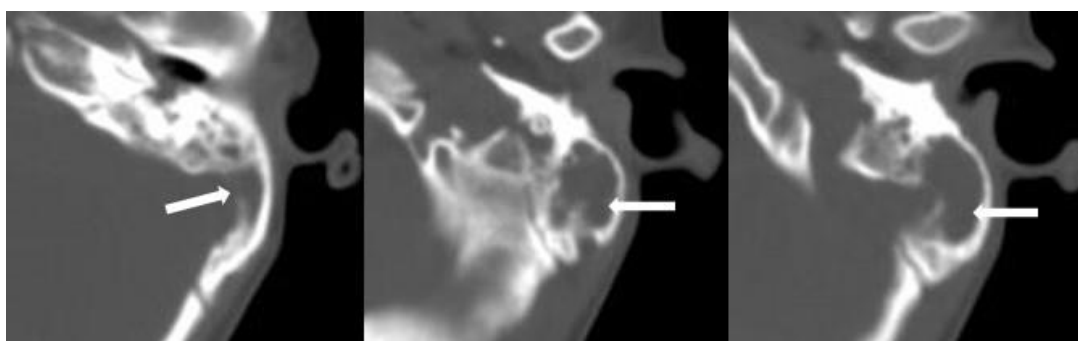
КТ височных костей пациента К., 16 лет, в аксиальной проекции
